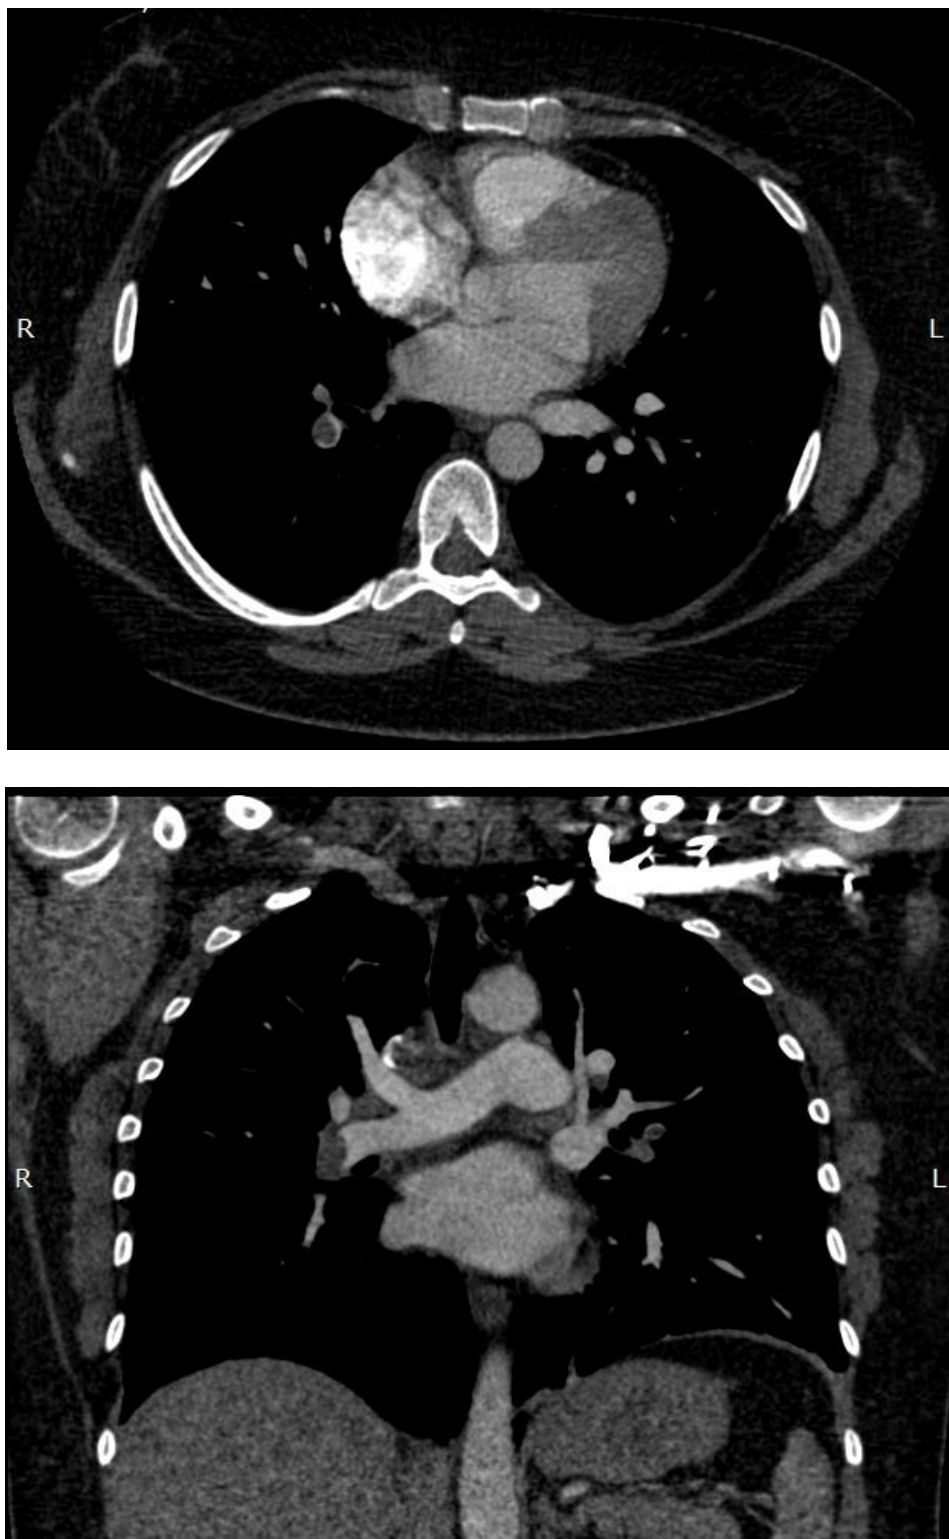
Paciente feminina, 58 anos, com suspeita clínica de TEP. Na Angio-TC axial (A) e coronal (B), os radiologistas, residentes da radiologia e ambos emergencistas concluíram pela presença de êmbolo na artéria lobar inferior direita.
